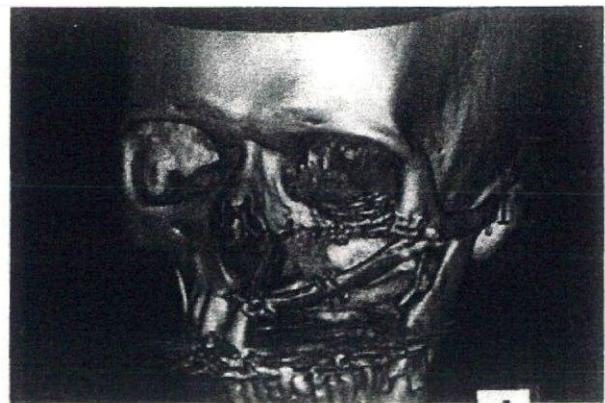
Postoperative three-dimensional computed tomography.
